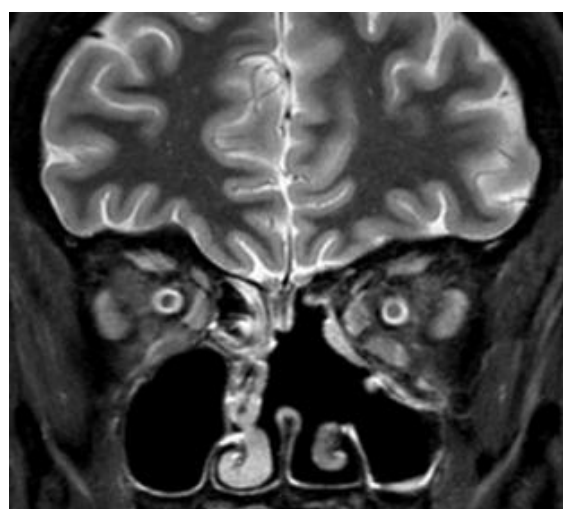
Une IRM pondérée en T2 en coupe coronale montrant la situation postopératoire avec un lambeau nasoseptal gauche positionné le long de la paroi orbitale médiale
